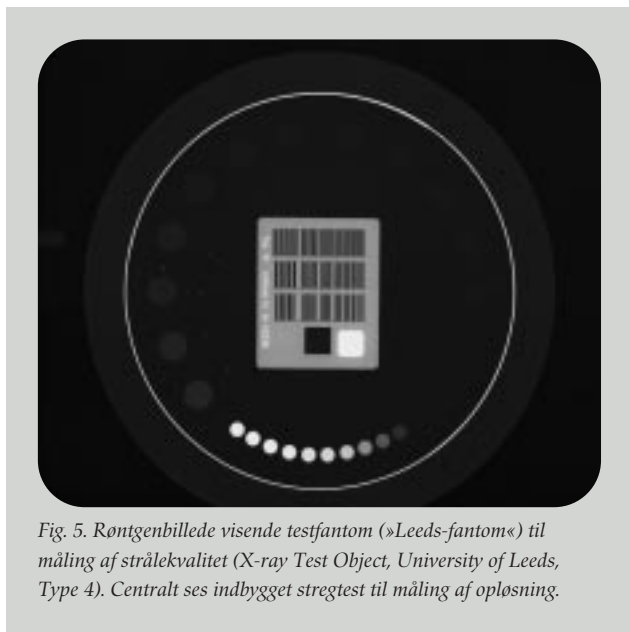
Røntgenbillede visende testfantom (»Leeds-fantom«) til måling af stråle-kvalitet (X-ray Test Object, University of Leeds, Type 4). Centralt ses indbygget stregetest til måling af opløsning.
